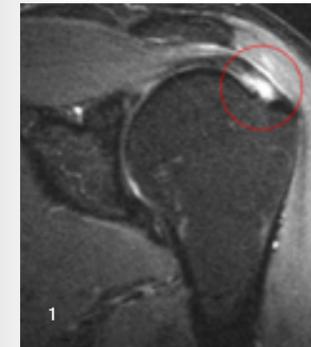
MRT-Bild einer typischen Supraspinatussehnen-Läsion bei Überkopfsportlern
